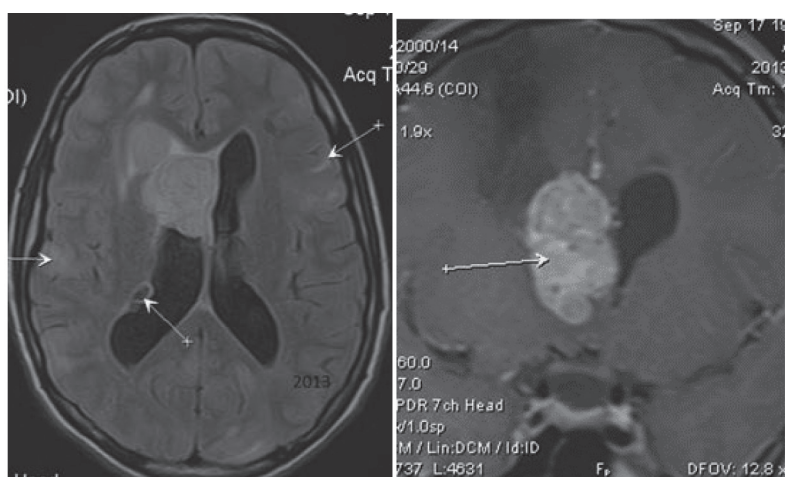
МРТ головного мозга пациентки в 2013 г.: а — состояние после КПТЧ в правой лобной области, субтотального удаления субependимарной гигантоклеточной астроцитомы в 2001 г. МР-картина туберозного склероза. Астроцитома правого бокового желудочка; б — опухолевый узел
